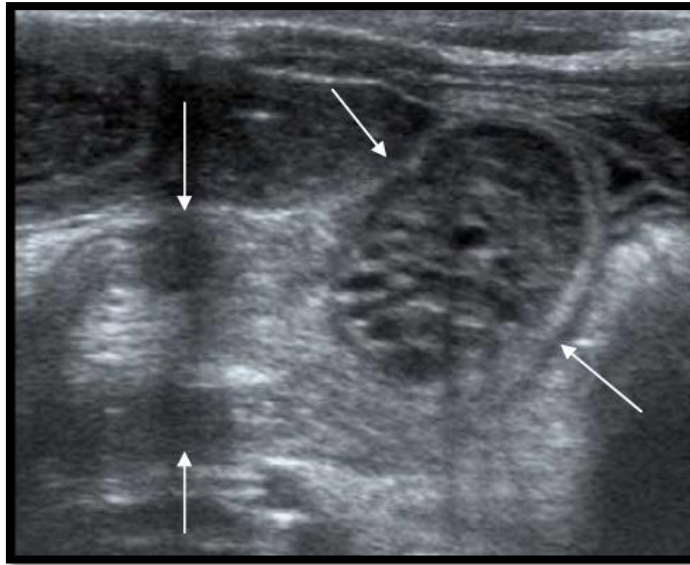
une image d'échographie abdominale qui montre au centre du boudin d'IIA, une masse arrondie de 20 mm de diamètre, hétérogène, contenant de multiples zones liquidiennes et un épanchement intra péritonéal.
